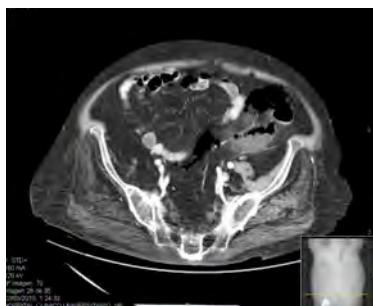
TAC abdominal de diverticulitis complicada donde se observa un colon sigmoide dilatado, aire libre extravisceral y peritonitis
